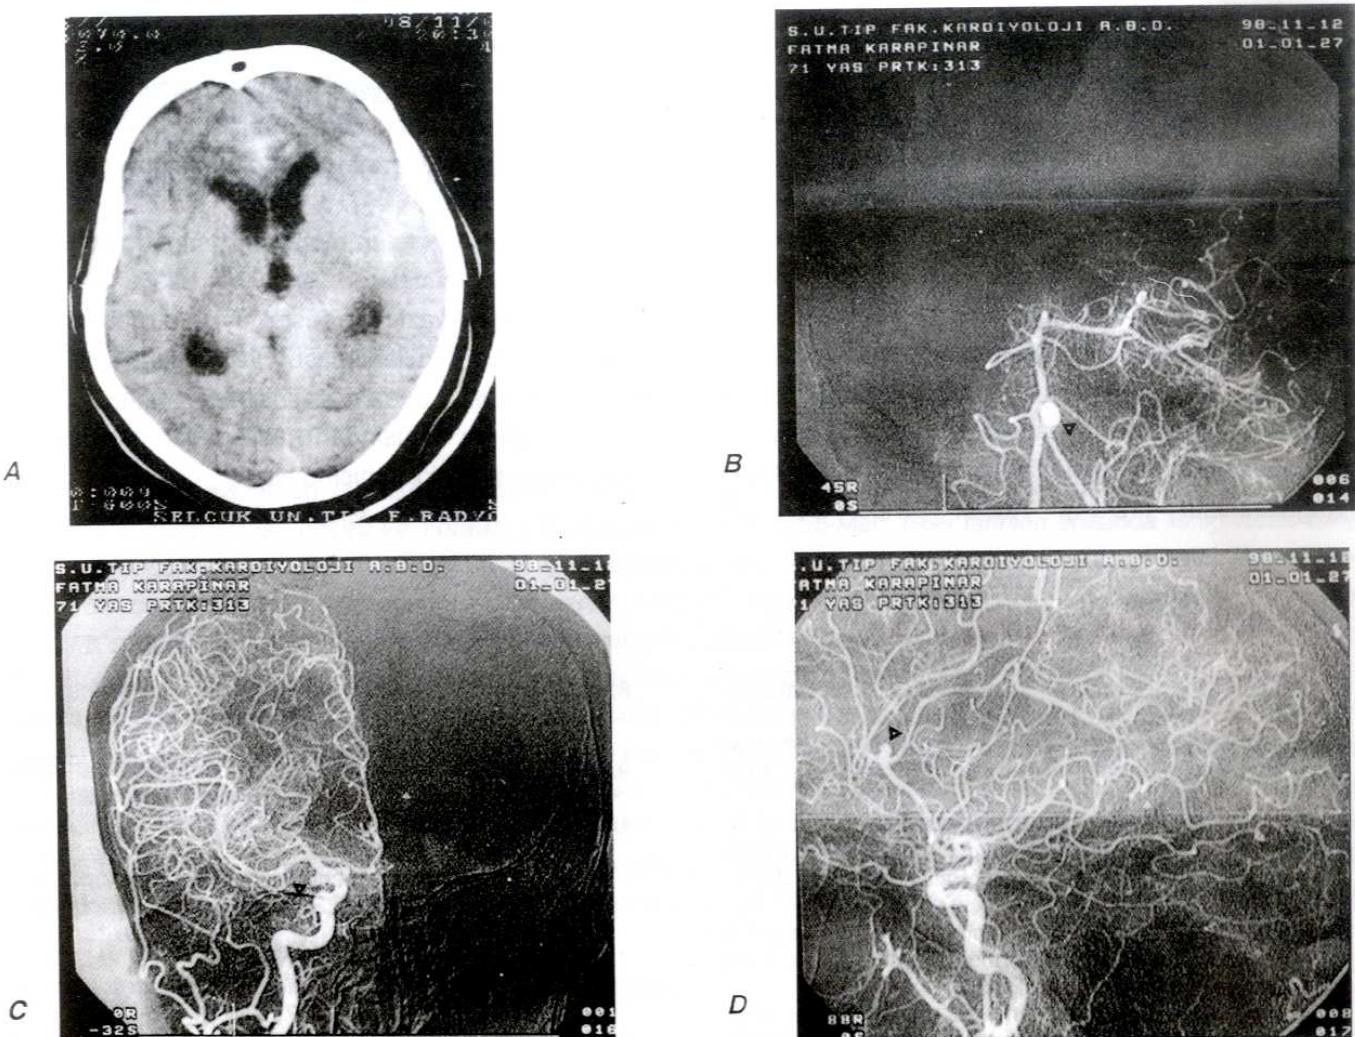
A. BT incelemelerde SAK bulguları olmaksızın sağ OSA trasesine uyan lokalizasyonda intraserebral kanama. B. Anjiografide sağ OSA'da düzgün lobüle konturlu, sakküler anevrizma görülmektedir.
